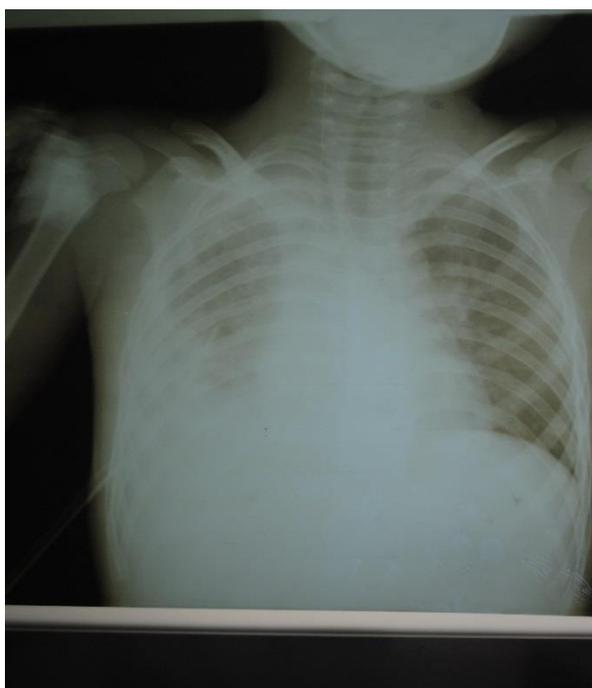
radiographie du thorax de contrôle
